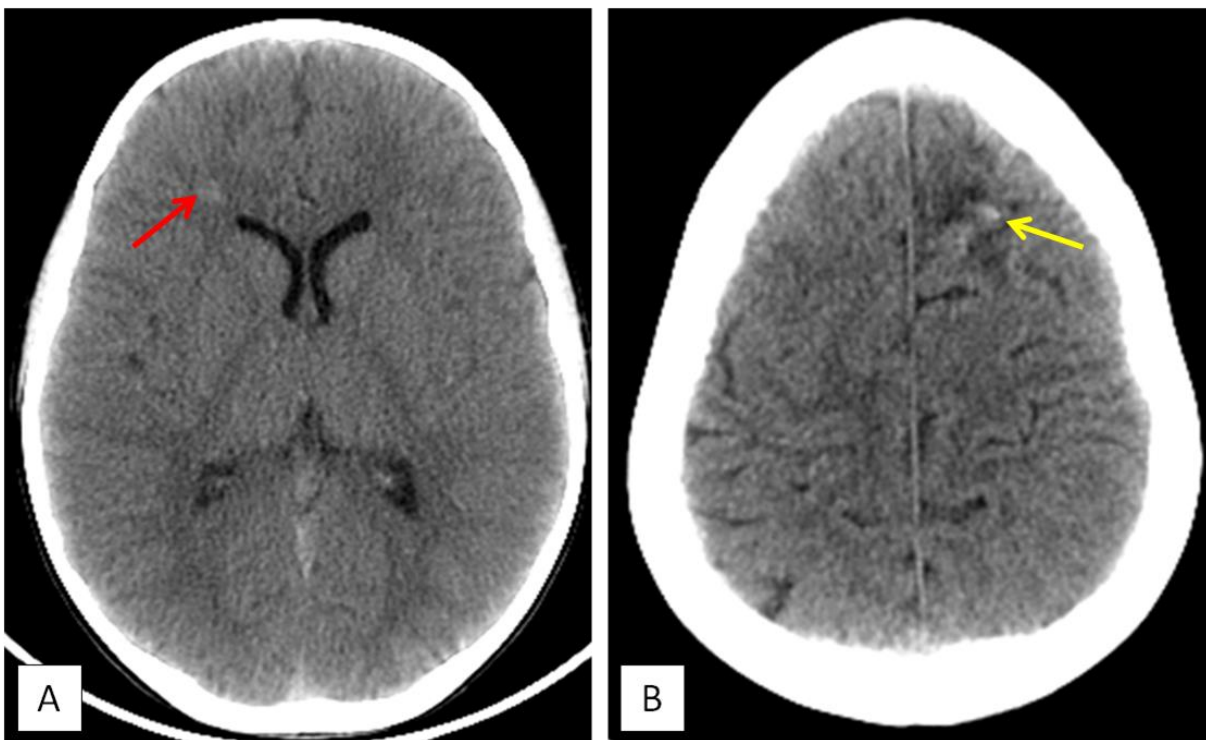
La TDM sans injection montre la présence de discrètes hyperdensités au niveau frontal droit en péri-ventriculaire (flèche rouge : coupe axiale : A), et en frontal gauche (flèche jaune : coupe axiale : B).
